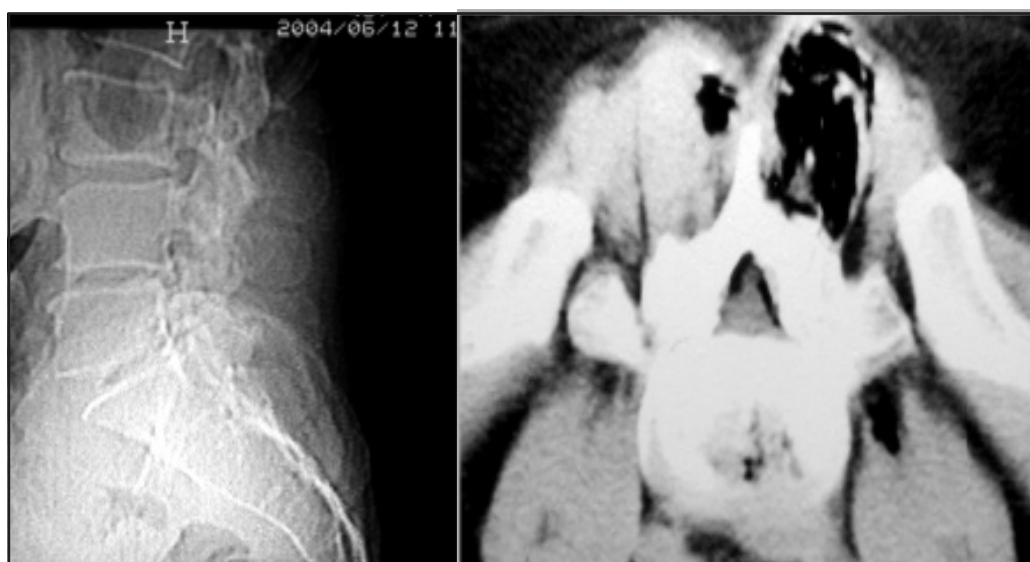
TAC posterior a la aplicación de ozono, observándose O₃ en región muscular y peridural.
